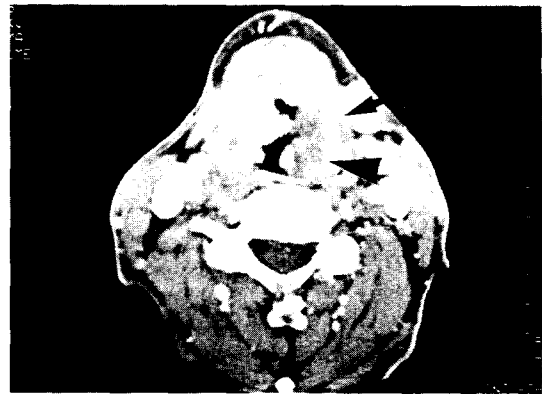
Axial CT scan of case 2 shows the abnormal lobulated soft tissue mass with involvement of pyriform sinus(arrow head) and focal destruction of hyoid bone(arrow).
